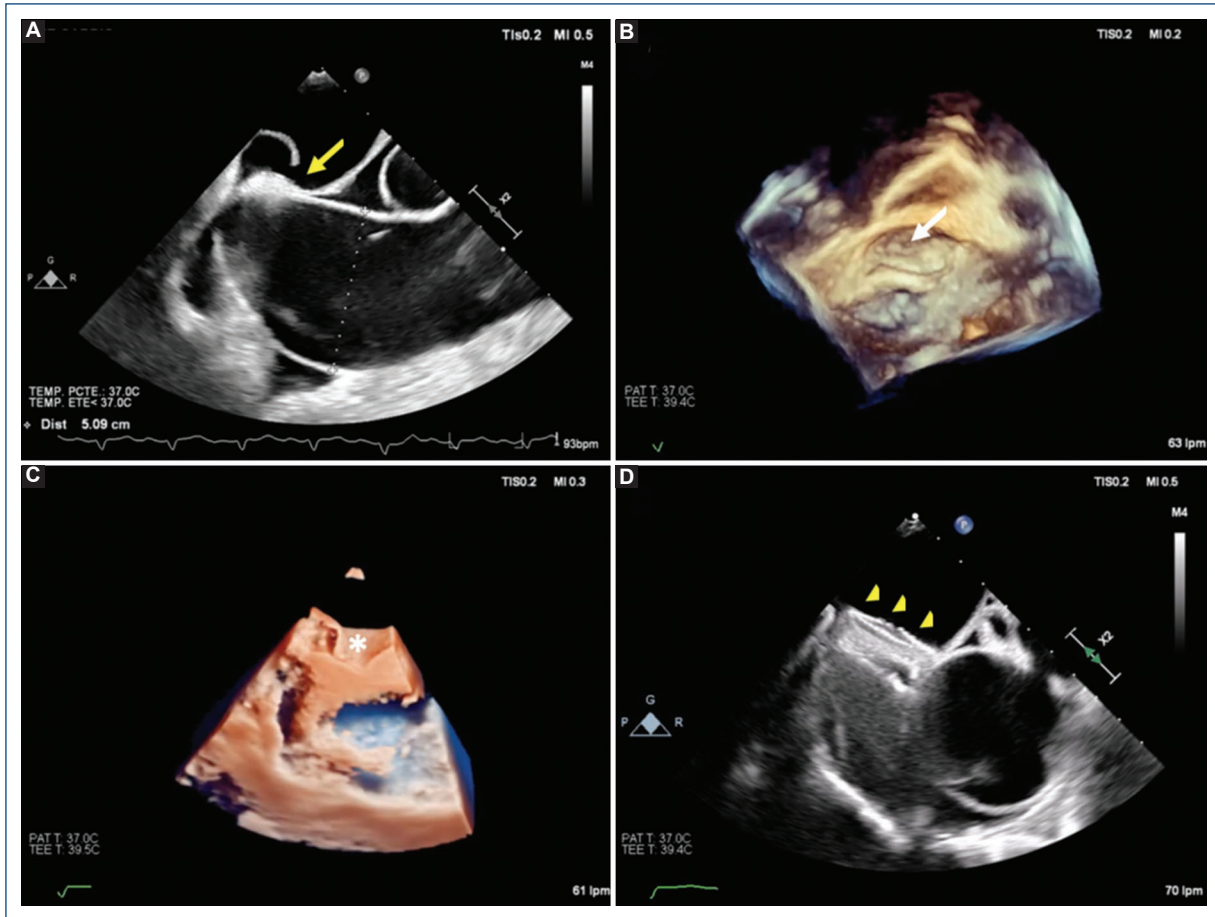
A: 2D transesophageal echocardiography (TEE) depicting the relationship between the ascending aortic aneurysm (AAA) and the patent foramen ovale (PFO). A significant atrial septal aneurysm and PFO bulging and opening toward the left atrium (LA) is seen (yellow arrow). It is worth noting the effect that exerts the AAA on the PFO, maintaining it open and favoring a permanent shunt from the right atrium (RA) to the LA. B: 3D-TEE showing the PFO aperture in the LA (white arrow). C: 3D-TEE TrueView image showing bubbles passing through the PFO from the RA to the LA (asterisk). D: 2D-TEE shows the correct closure of the defect with a dedicated occluder.
